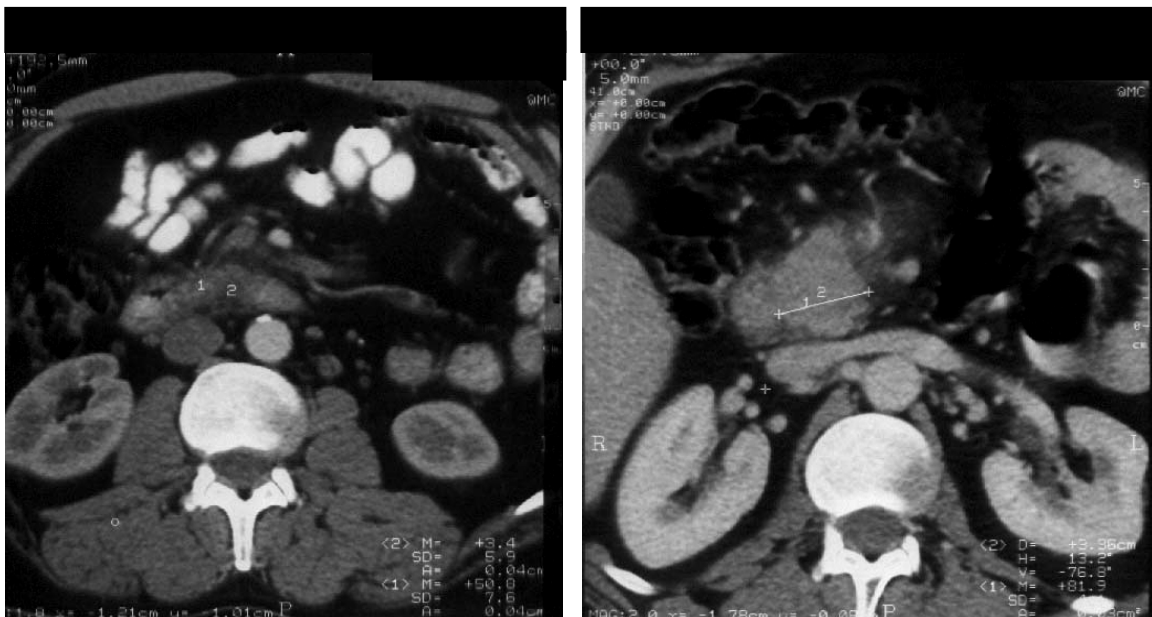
Examenul computer tomografic
